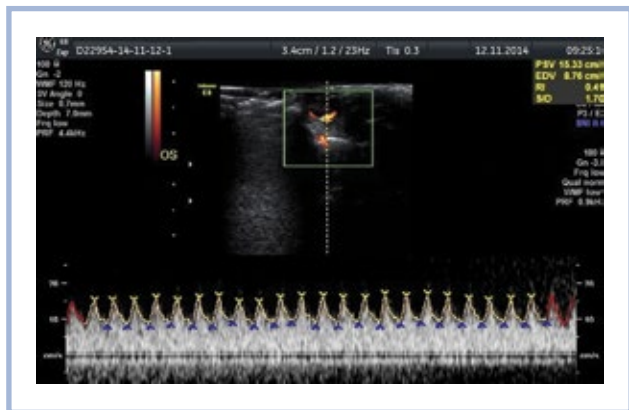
СДСЧ кровотока в ЗДЦА у животного 2-й группы через 7 дней после моделирования ишемии-реперфузии сетчатки ($V_{syst} = 15,33$ см/с; $V_{diast} = 8,76$ см/с).
